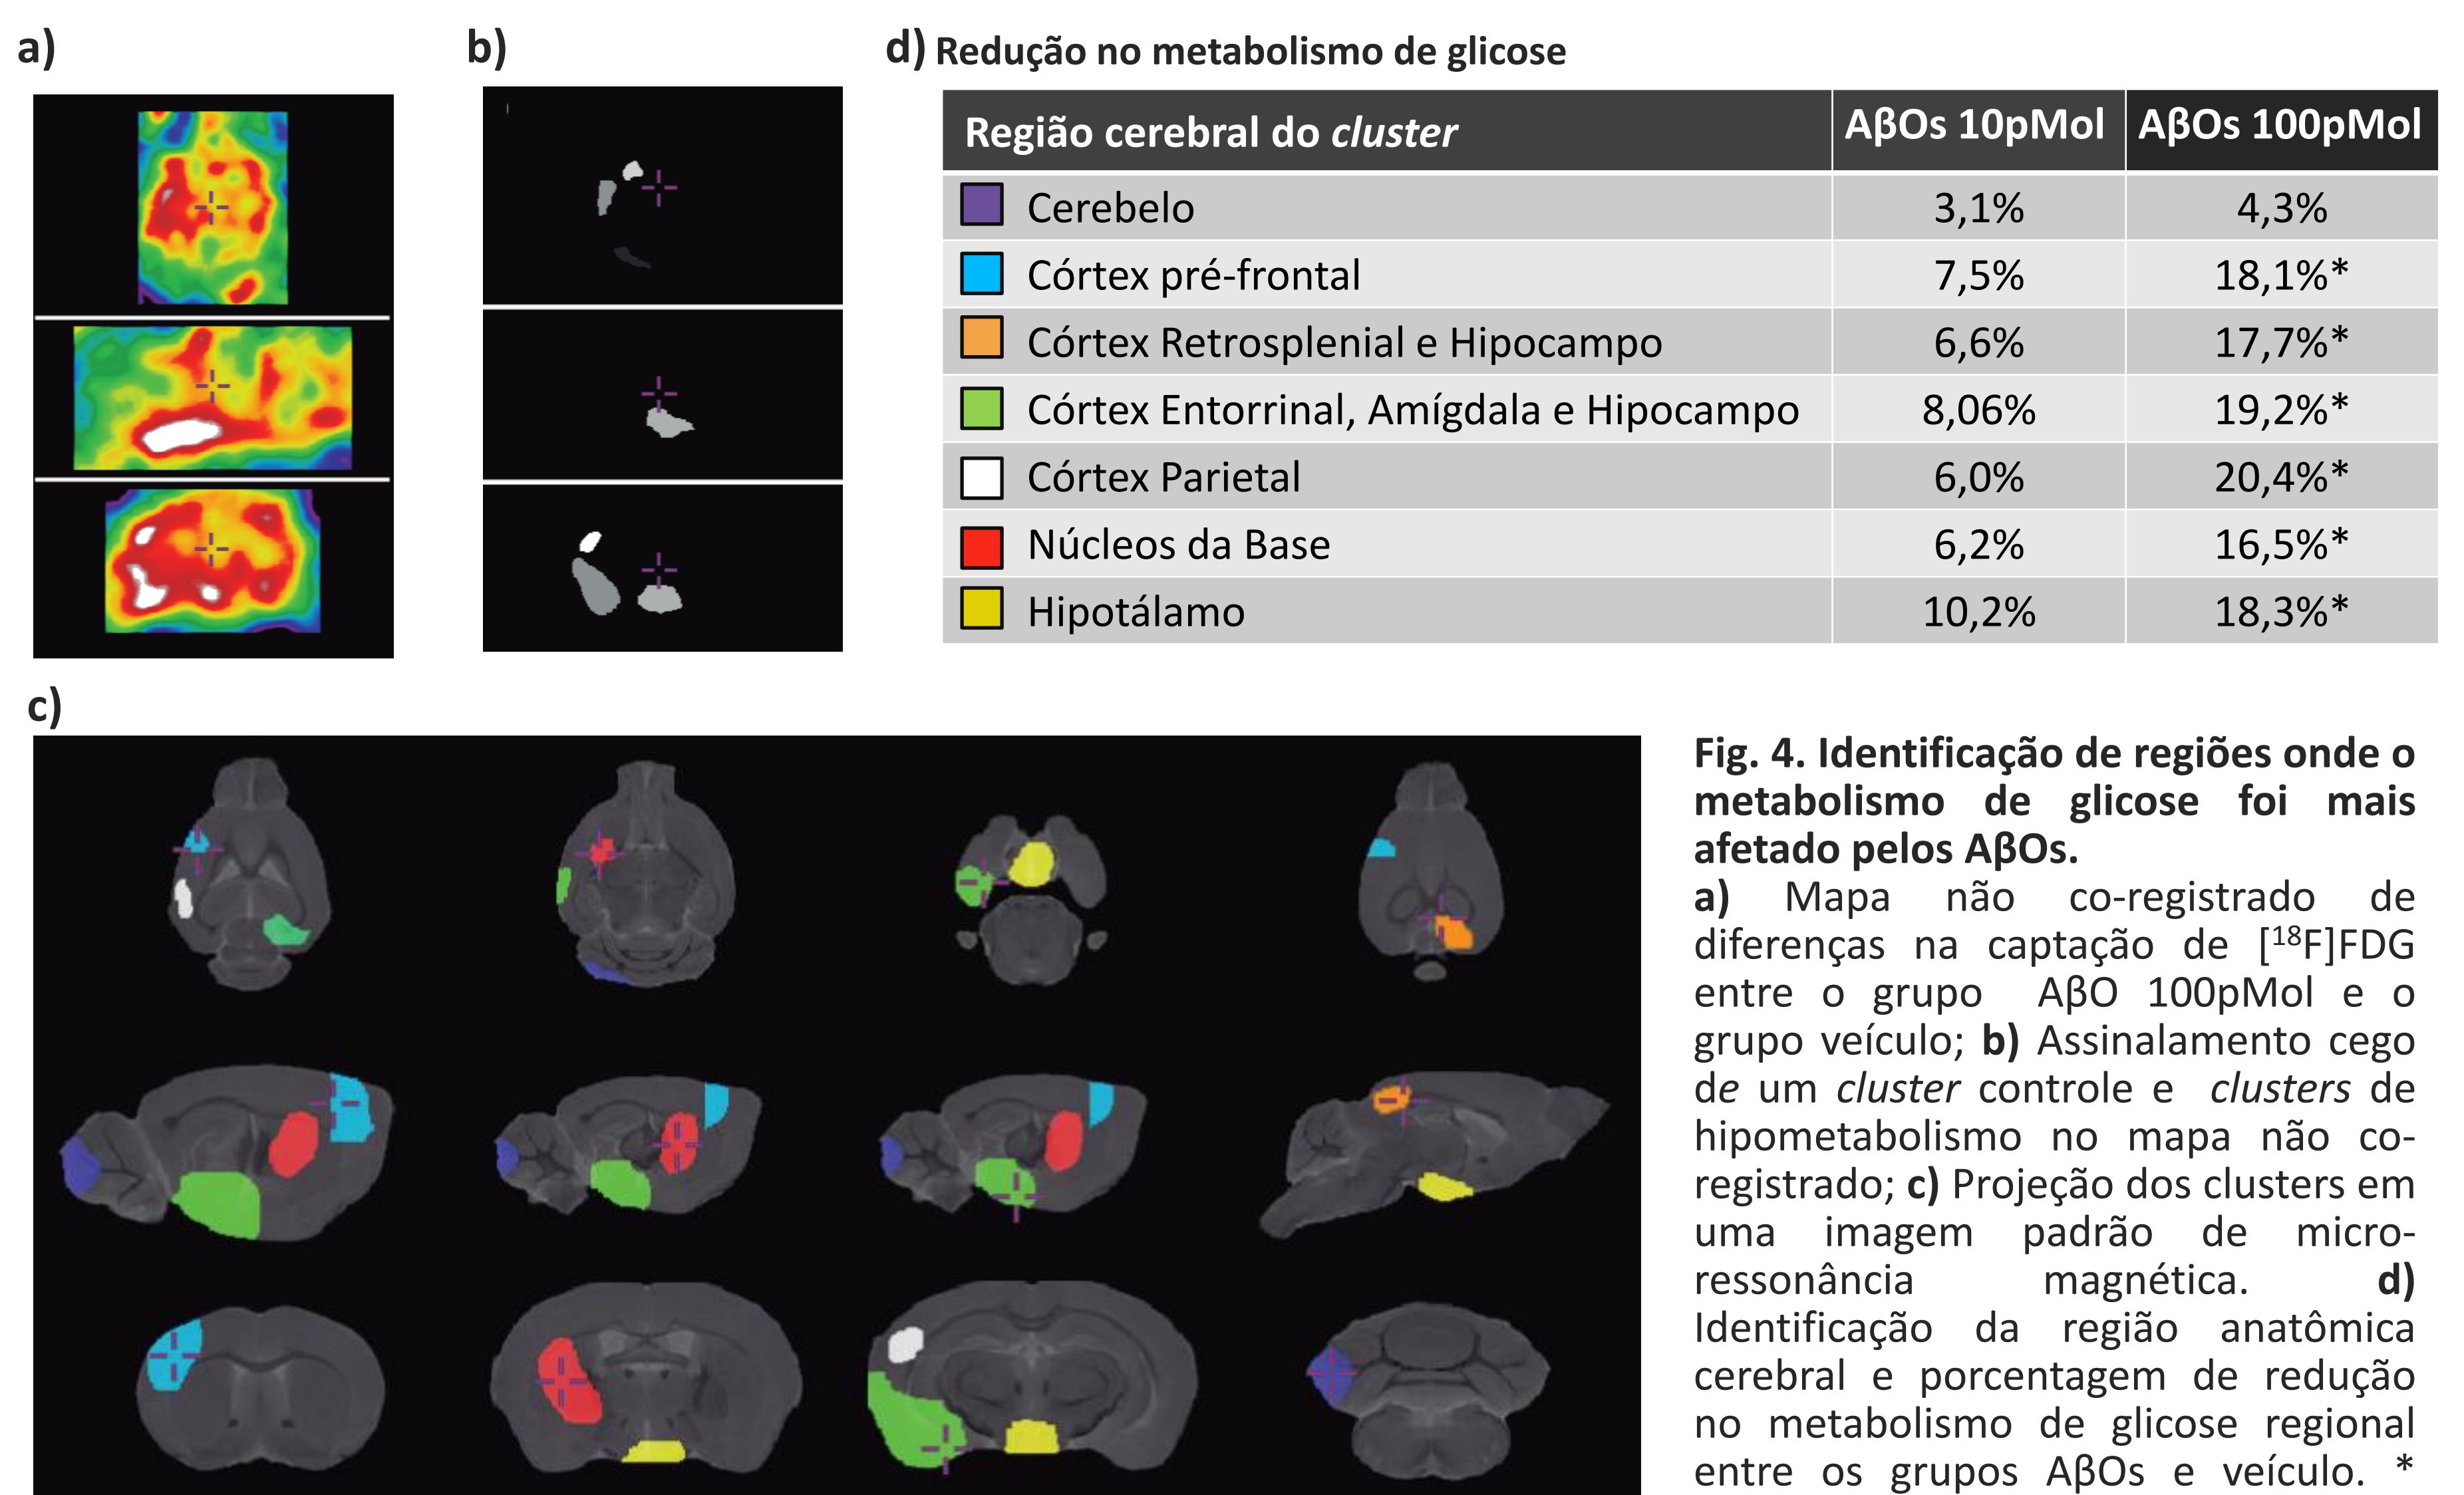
Identificação de regiões onde o metabolismo de glicose foi mais afetado pelos $A\beta$ Os. a) Mapa não co-registrado de diferenças na capturação de [¹⁸F]FDG entre o grupo $A\beta$ Os 100pMol e o grupo veículo; b) Assinalamento cego de um cluster controle e clusters de hipometabolismo no mapa não co-registrado; c) Projeção dos clusters em uma imagem padrão de micro-ressonância magnética. d) Identificação da região anatômica cerebral e porcentagem de redução no metabolismo de glicose regional entre os grupos $A\beta$ Os e veículo. * p < 0.05 (n = 11-13 animais por grupo)
